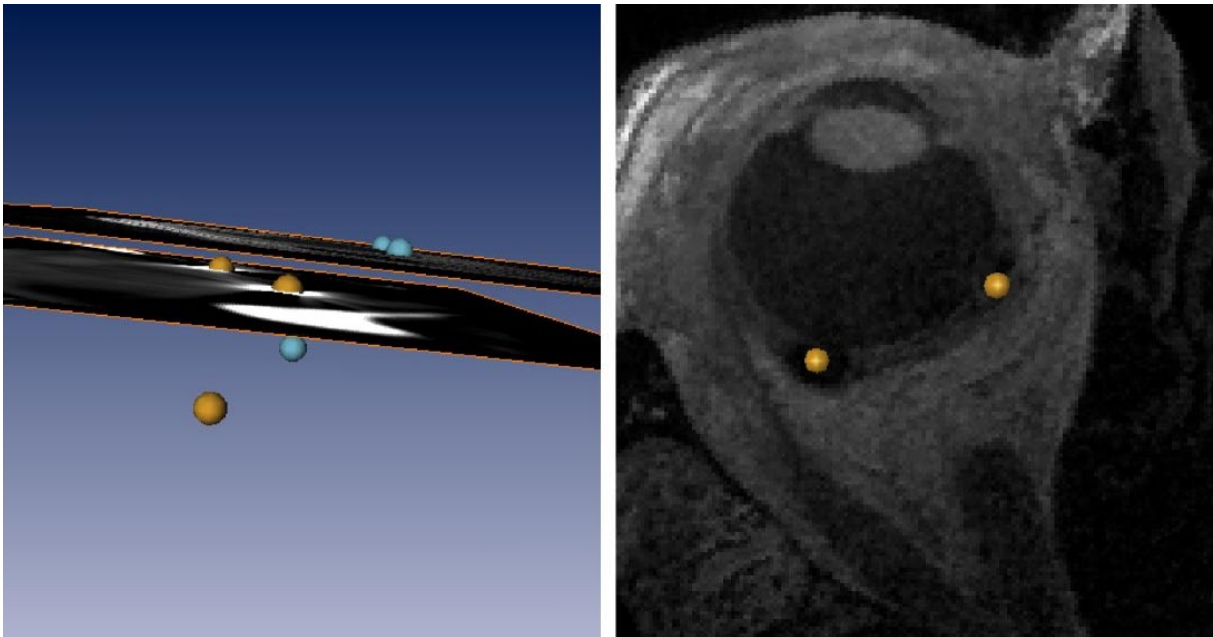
Landmarken-basierte Bildfusion desselben Patienten, links unregistrierter Datensatz mit den segmentierten Clips aus der CT (orange Kugeln) und der MRT (blaue Kugeln), rechts nach erfolgter Registrierung MRT-Schicht mit zwei überlagerten CT-Clips
